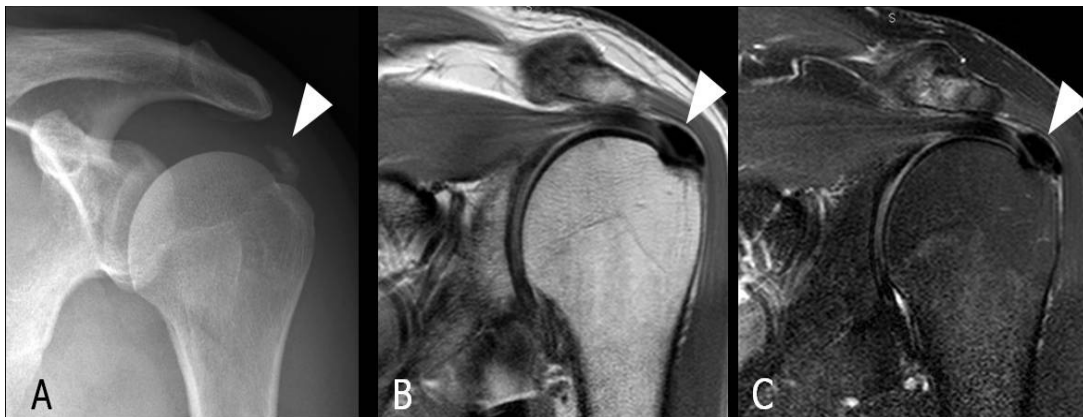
Tendinopatía calcificante del supraespinoso izquierdo. A. Radiografía anteroposterior con calcificación tendinosa. B y C Imágenes de RM en plano coronal oblicuo en (B) densidad protónica y (C) T2 con saturación grasa que muestran una calcificación en el tendón del supraespinoso distal (puntas de flecha). No existen signos de afectación ósea subyacente. Adaptado de A. Alcalá-Galiano Rubio, *et al.* (151).
